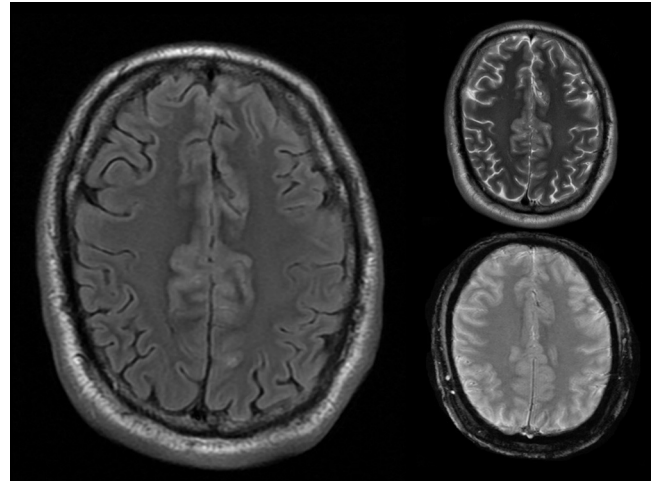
IRM de cerebro. Secuencia axial FLAIR. En la misma se observa engrosamiento cortical de las circunvoluciones en topografía medial con aumento de la señal de la leptomeninges y la sustancia gris adyacente. En margen superior, corte homólogo T2 donde se observa el aumento de señal en la topografía antes mencionada. En margen inferior, corte equivalente en secuencia GRE donde se observa ligero aumento de señal con área marcadamente hiperintensa en el interior de uno de los surcos, sugestiva de compromiso leptomeníngeo.
